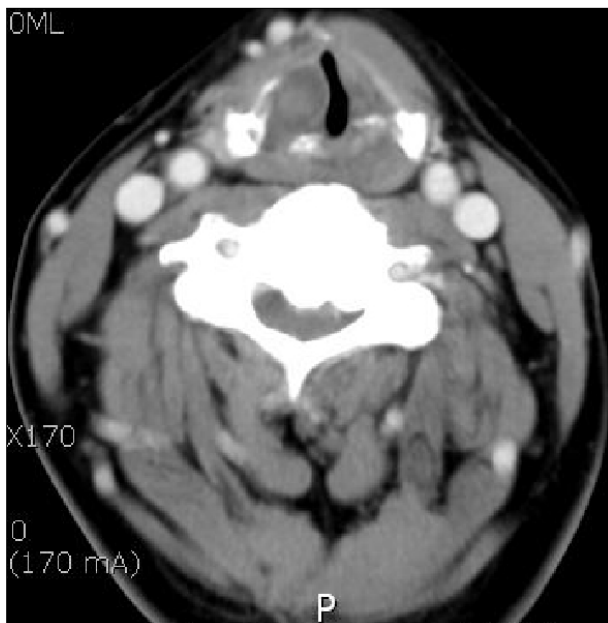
Preoperative contrast enhanced axial neck CT scan. At the arytenoid cartilage level, CT scan shows medially displaced right vocal cord by the heterogenous enhancing mass.
